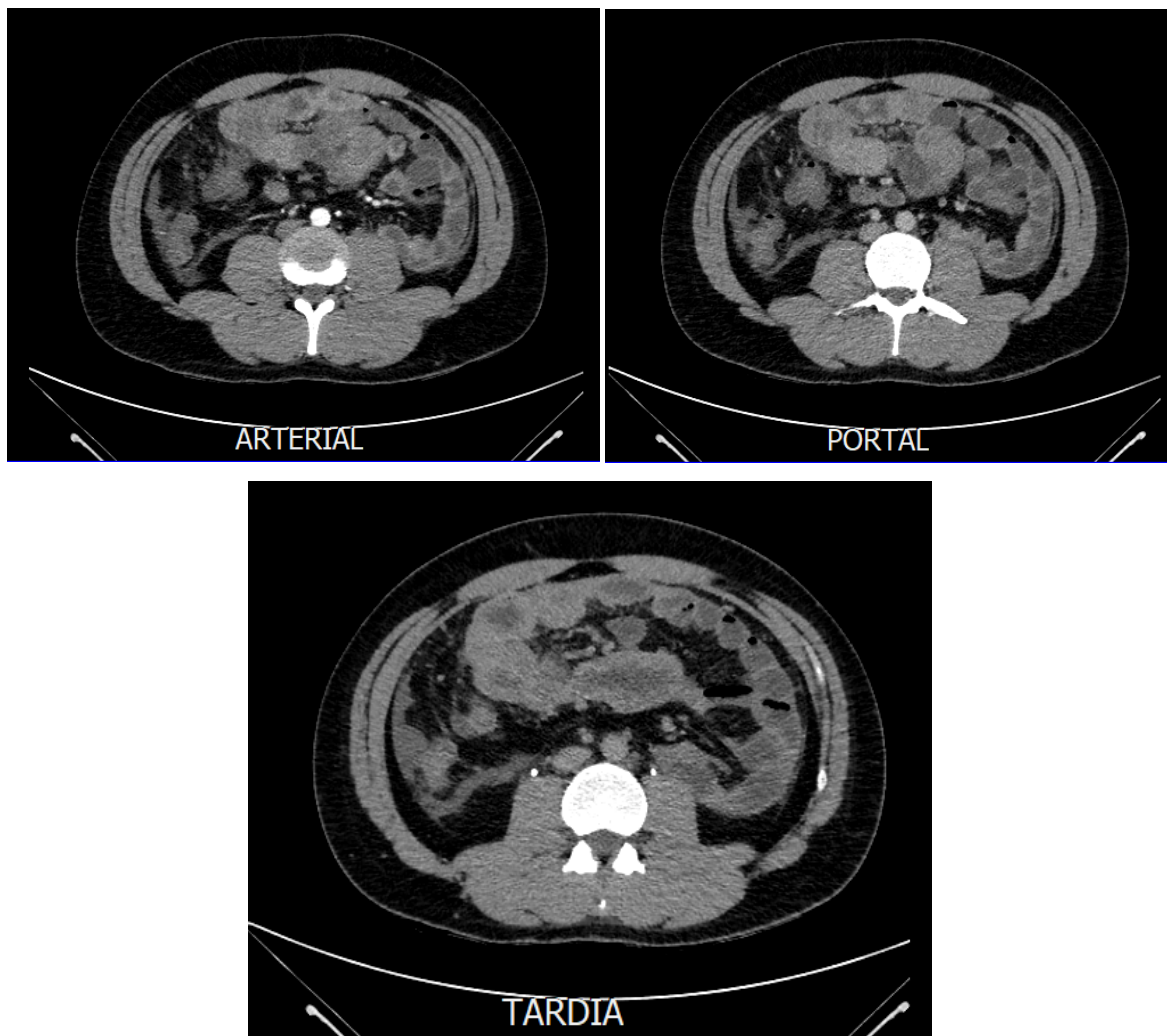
Tomografía computarizada simple y con contraste de abdomen, asas intestinales
